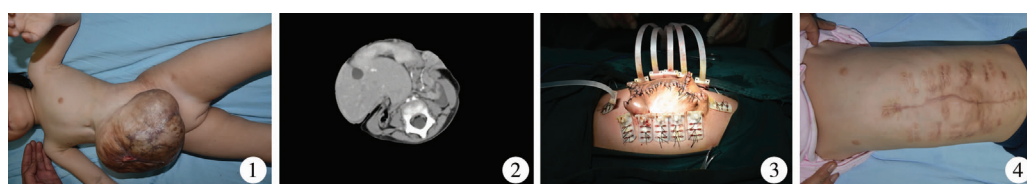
首次术后可见前腹壁巨大疝囊 图2 CT示腹壁缺口直径约5.9 cm,肝、胃、胆囊、肠管部分膨出 图3 第二次术中于疝囊周边皮肤及腹直肌鞘缝合固定皮肤牵张器 图4 第三次术后外观
